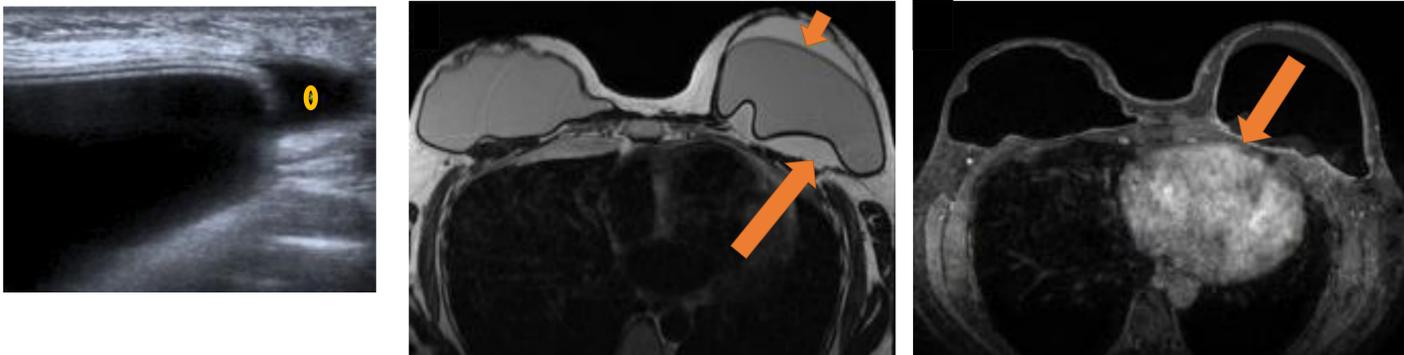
Ecografía y RM secuencias potenciadas en T2 y específicas de silicona. Líquido libre periprotésico que condiciona un aumento del tamaño del implante (círculo naranja en ecografía y flechas naranjas en RM)
